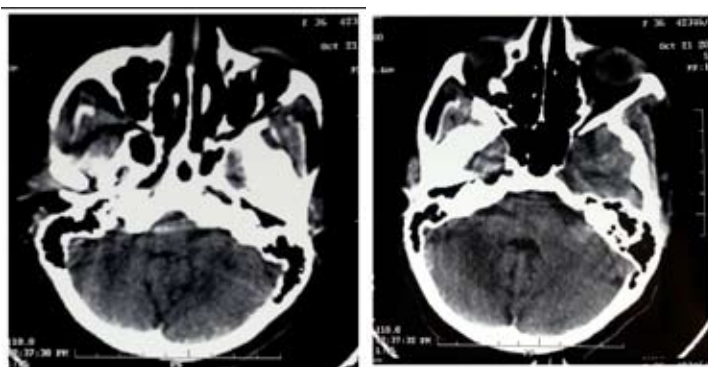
(a, b) : TDM cérébrale en coupe axiale sans injection de produit de contraste montrant hypodensité cérébelleuse diffuse.
